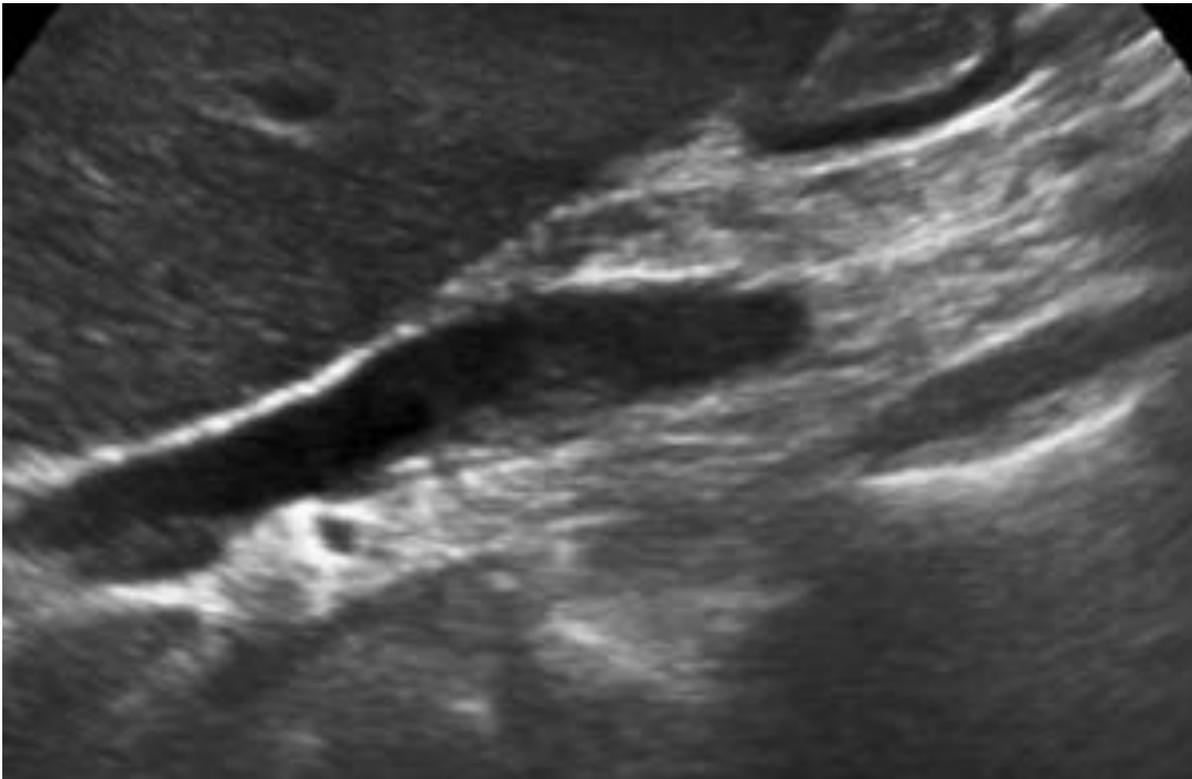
Dos imágenes de una ecografía en diferentes planos. Se observa una trombosis parcial de la porta extrahepática. Es importante describir la extensión longitudinal y la estenosis máxima que produce de forma precisa para poder valorar posteriormente la evolución y respuesta al tratamiento. No se puede sugerir por imagen si corresponde a una trombosis aguda o crónica.
